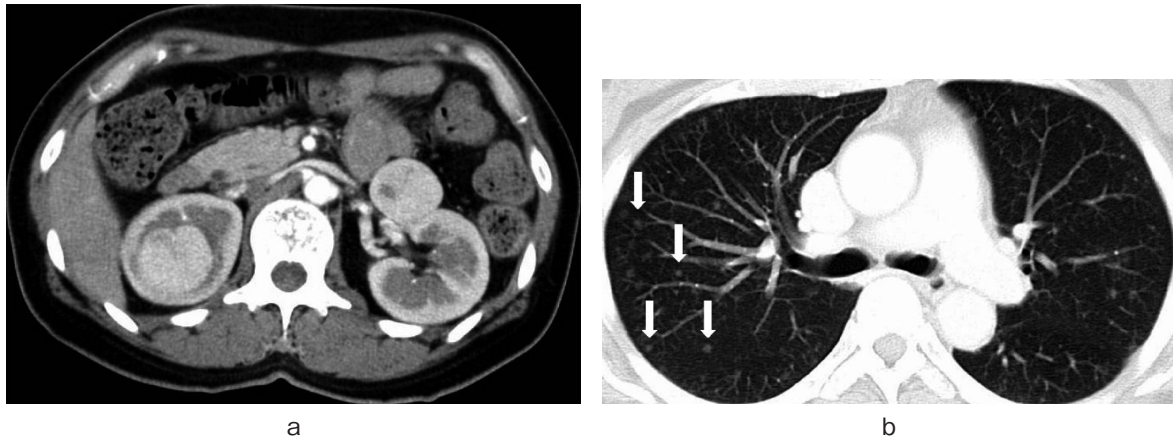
a: Enhanced CT shows bilateral renal tumors. b: CT shows multiple lung nodules suspicious of lung metastases.
